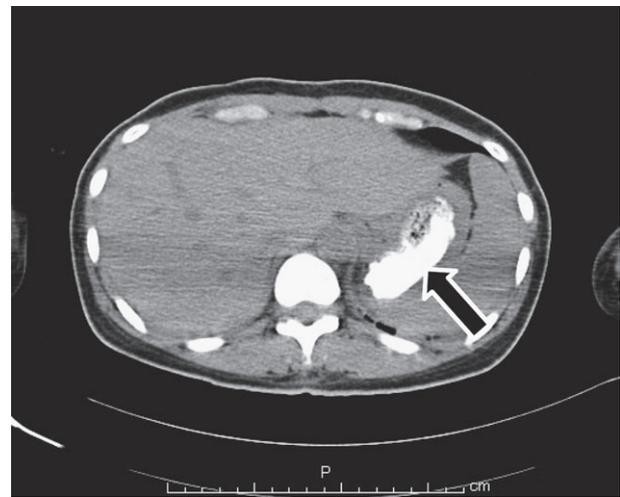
Abdominal CT 3 days after admission
